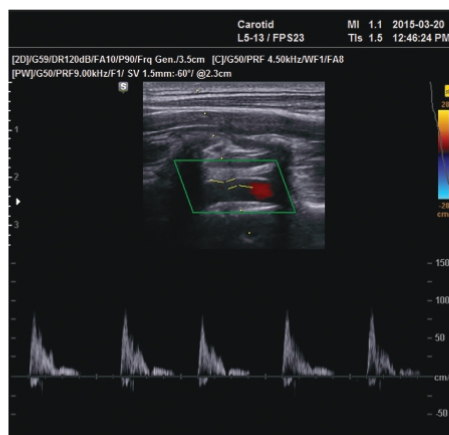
Duplex ultrasonography of the internal carotid artery (ICA) showing diastolic reversed flow.
